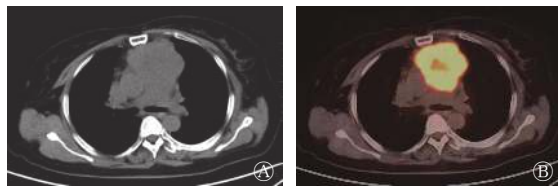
胸腺癌患者(女性, 66 岁)的 <sup>18</sup>F-FDG PET/CT 显像图 图中, A: CT 横断面图, 显示前纵隔有一长约 7.1 cm 的软组织肿块影, 与血管分界不清, 内见低密度坏死灶; B: PET/CT 横断面融合图, 显示肿块对 <sup>18</sup>F-FDG 的代谢增高, SUV<sub>max</sub>=11.04。FDG: 氟脱氧葡萄糖; PET: 正电子发射断层显像术; CT: 计算机体层摄影术; SUV<sub>max</sub>: 最大标准化摄取值
